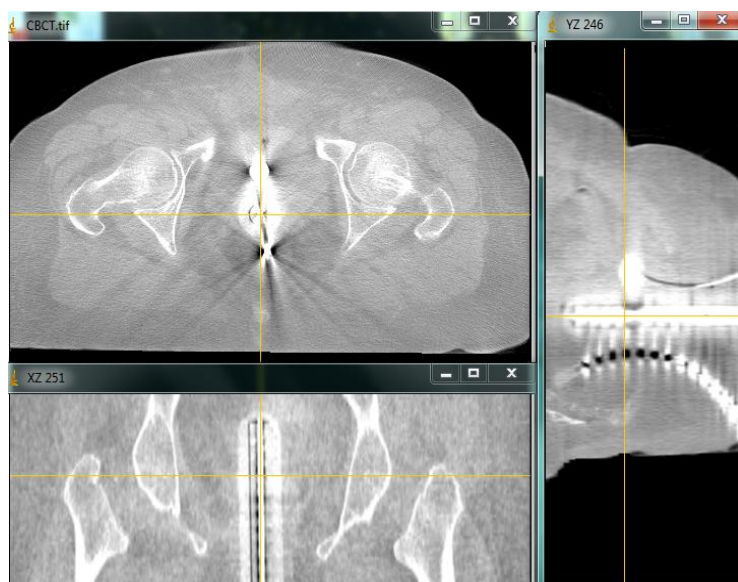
Planos axial, coronal e sagital de uma sequência de CBCT de uma doente que realizou braquiterapia convencional.
